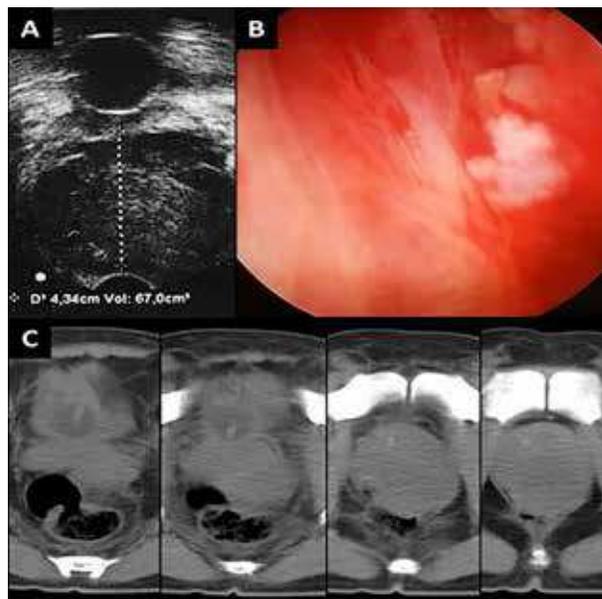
Ultrasonografía transrectal (A), uretroscopia (B), TAC (C).
